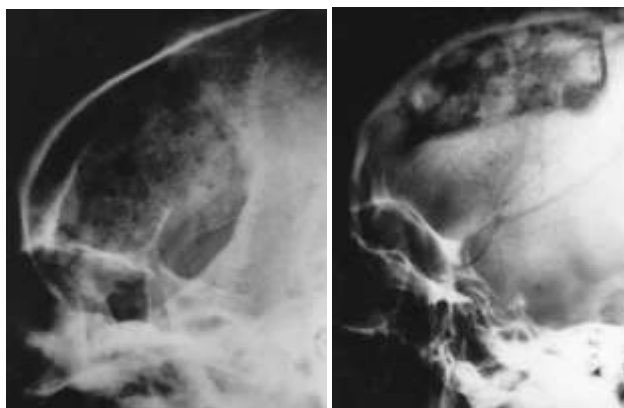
Radiografias simples do crânio mostrando retalhos ósseos com osteomielite. Esquerda: pequenas áreas radiolucentes observadas na fase aguda. Direita: lesões líticas e blásticas vistas na fase tardia da doença de osteomielite.
